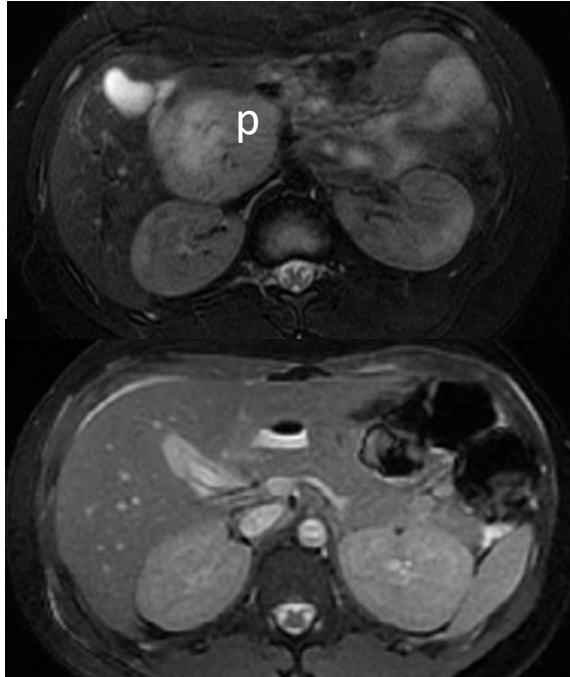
RM con hepatoespecífico para valorar vía biliar por sospecha de interrupción de colédoco distal en cirugía de exéresis de paraganglioma.
